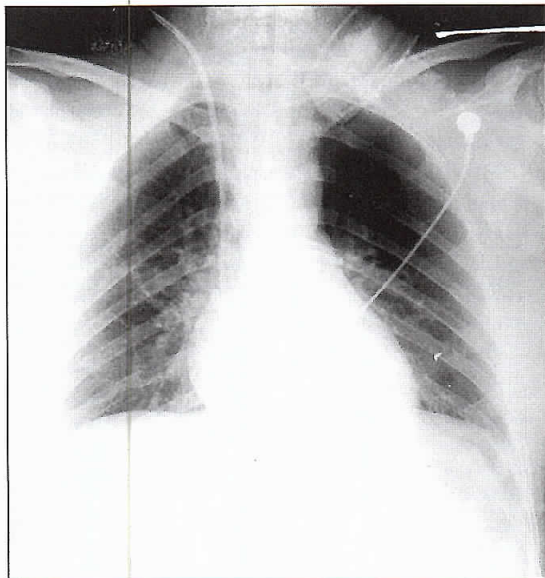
Radiografía de tórax en proyección pósterio-anterior 48 h después del ingreso (postextubación). Existe franca regresión de las opacidades difusas bilaterales, quedando algunas opacidades remanentes perihiliares derechas.
